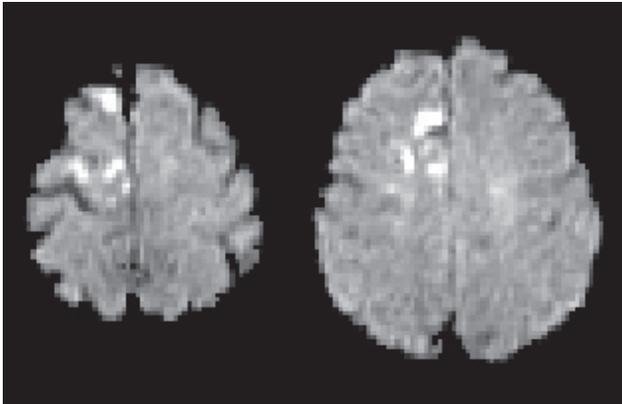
Kleine rechtshemisphärische Infarktläsionen im DWI-Bild als Ausdruck rezidivierend abgelaufener Mikroembolien mit jeweils mehrstündiger Parese von Arm und Bein bei mittelgradiger Stenose der A. carotis interna rechts.
